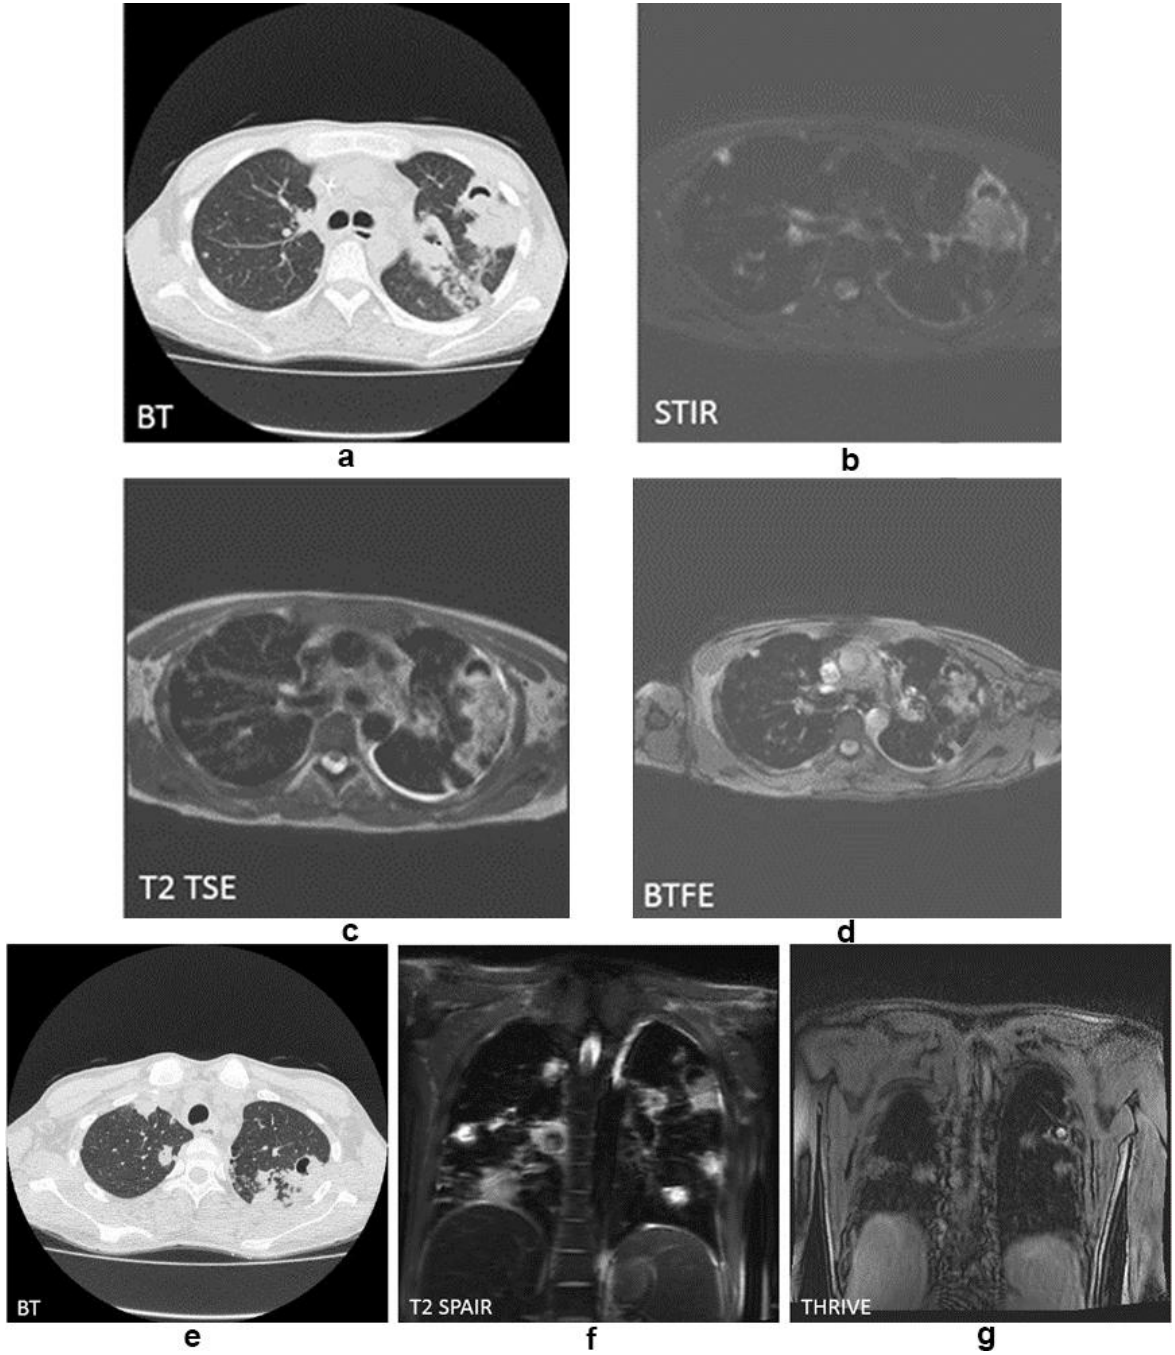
B hücreli-ALL nedeni ile takip edilen 26 yaşında erkek olguda her iki akciğerde gram pozitif kok nedeni multipl enfektif nodül. YÇBT’de (a) Sol AC üst lobda 6 – 10 mm boyutunda 2 adet enfektif nodül. MRG’de BTFE görüntüde (b) 2 nodülde izlenirken koronal T2 SPAIR (c) ve THRIVE (d) görüntülerde tek nodül izlenebilmektedir. YÇBT görüntüde (e) sol AC alt lobda yaygın konsolidasyon ve > 10 mm efektif nodül izlenmektedir. MRG’de STIR (f) ve T2 TSE (g) görüntülerde BT’ye benzer şekilde enfektif odaklar tespit edilebilmiştir.
